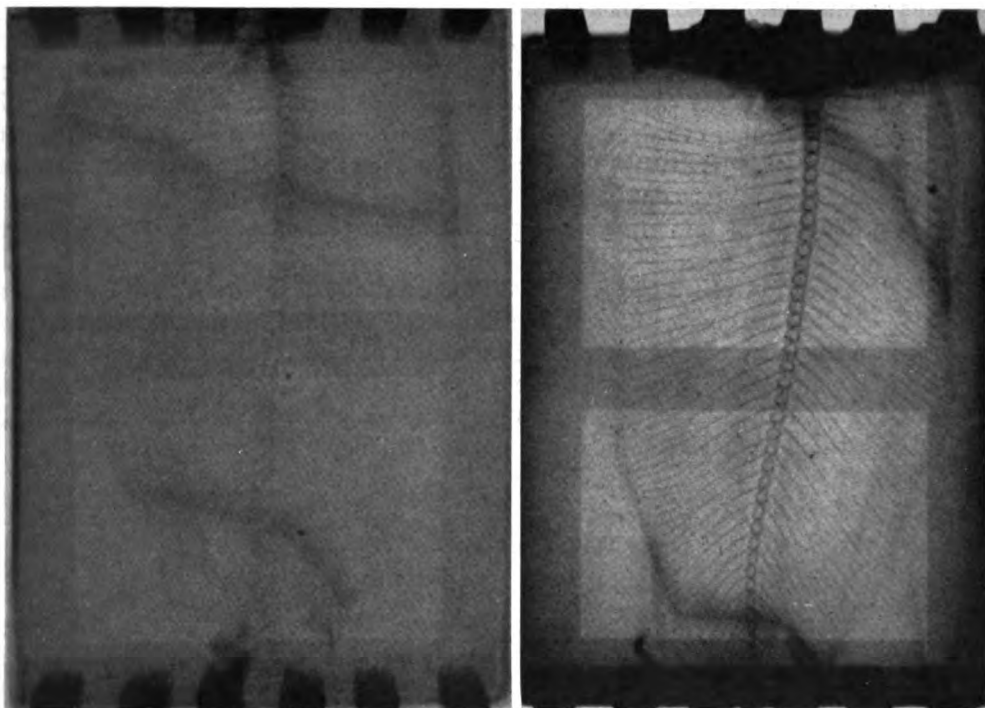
Radiographie d'une petite arête de sole à travers 5 centimètres d'eau.
